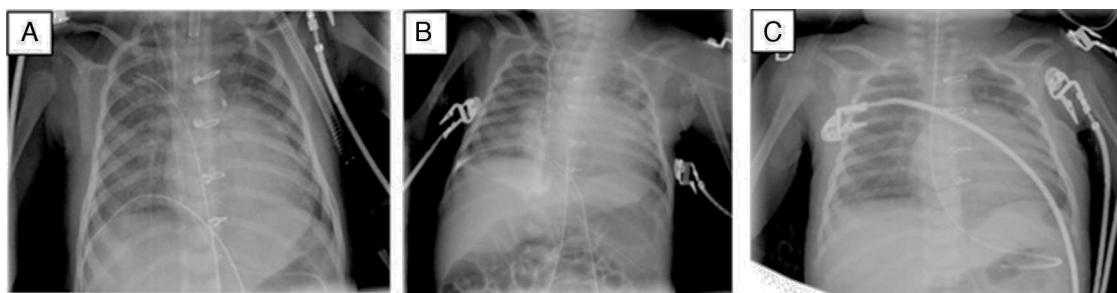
Imágenes de las radiografías de tórax realizadas a la paciente durante su estancia en UCI pediátrica. A) Al ingreso en UCI pediátrica; se observa la punta del catéter correctamente colocada sobre vena cava superior. B) Tras resultados analíticos (un día postingreso); se evidencia la extravasación del contraste yodado a cavidad pleural derecha. C) Al alta, tras retirada de CVC, no se observan signos de derrame pleural.
